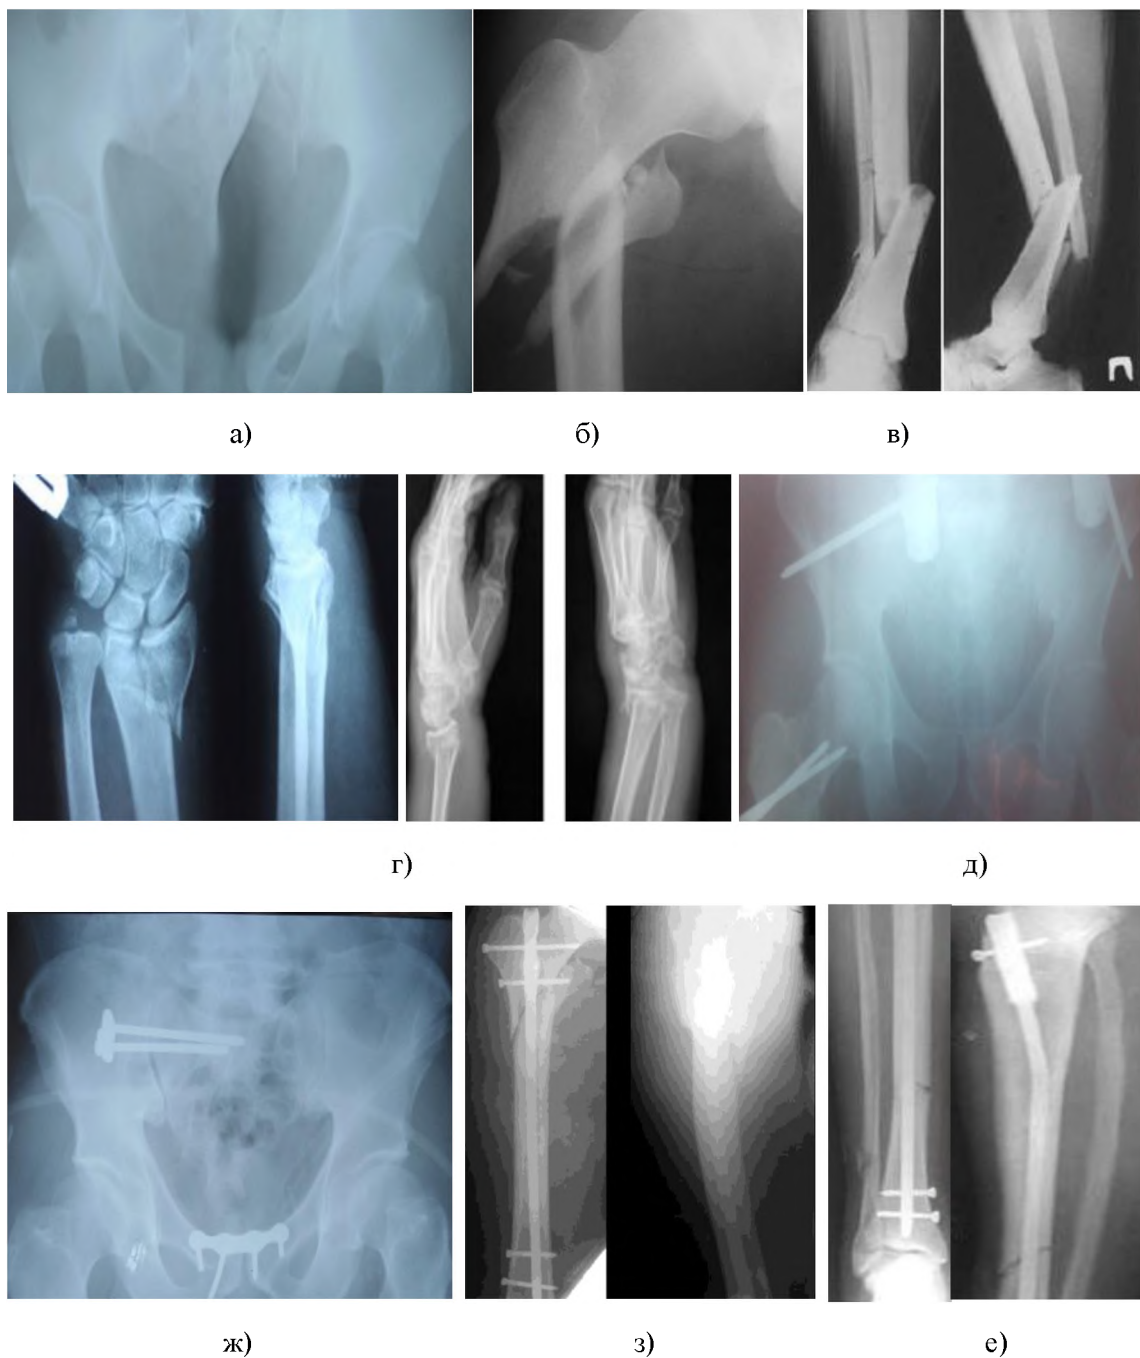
Фоторентгенограммы больного А, 48 лет, диагноз: Сочетанная травма.
